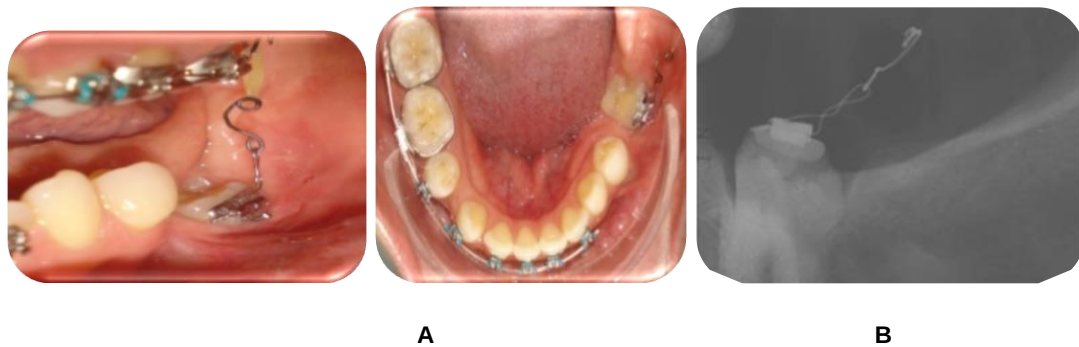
Diente 37. A. Fotografía intraoral, B. Radiografía periapical
